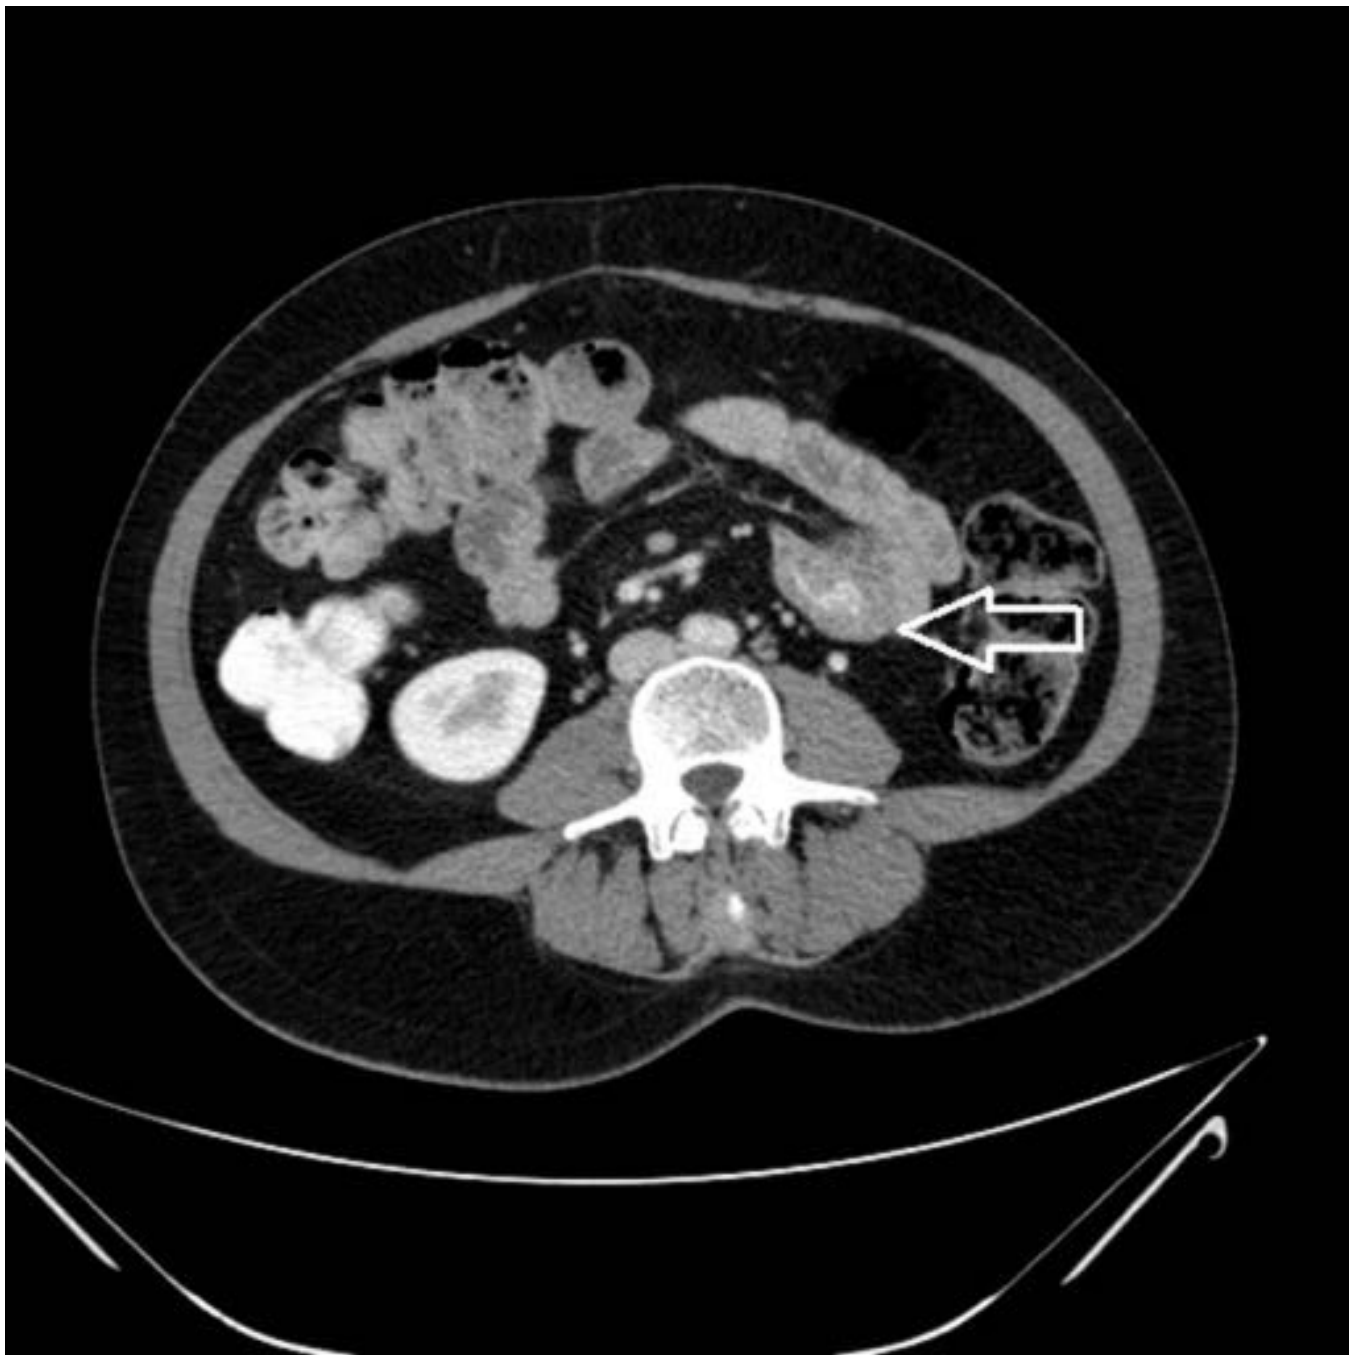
Paciente de 53 años con EC (misma de la figura 16). La TC muestra una floculación del contraste oral, que aparece como precipitados de morfología irregular en el interior de asas dilatadas (flecha abierta).
